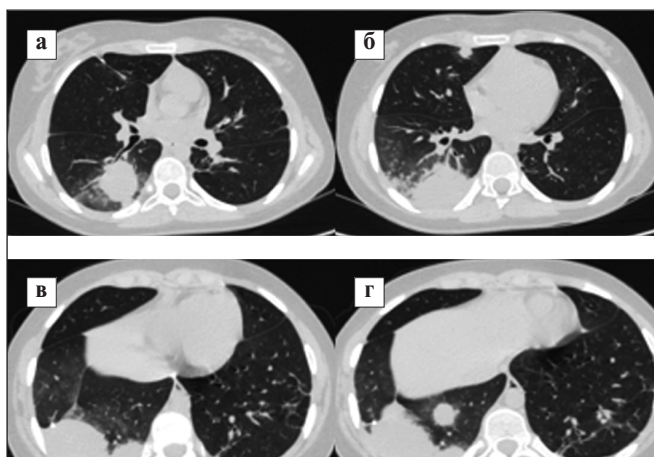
КТ ОГК пациентки П. Контрольное обследование через 6 мес (а – в). Множественные очаги уплотнения легочной ткани с участками по типу «матового стекла» по периферии
